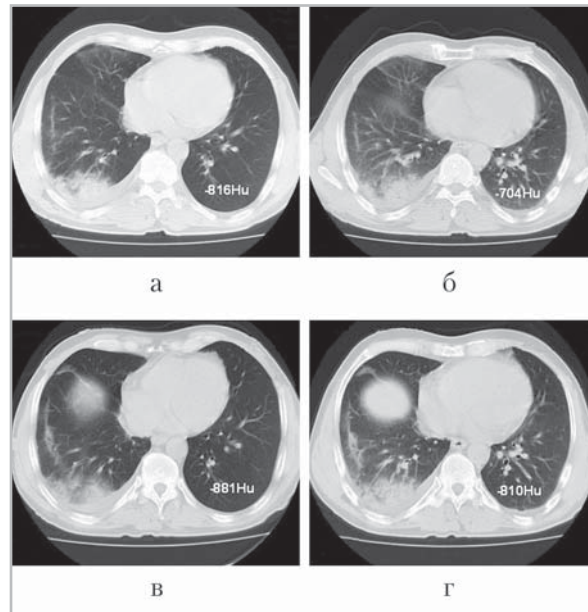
Инспираторно-экспираторные компьютерные томограммы пациента Ш., 48 лет. Плевропневмония S8–S10 нижней доли правого легкого, экссудативный плеврит. Выполнены: КТ до ингаляции бронхолитика — ГП интактного легкого 112 HU (а, б); КТ после ингаляции бронхолитика — ГП интактного легкого 71 HU (в, г)
